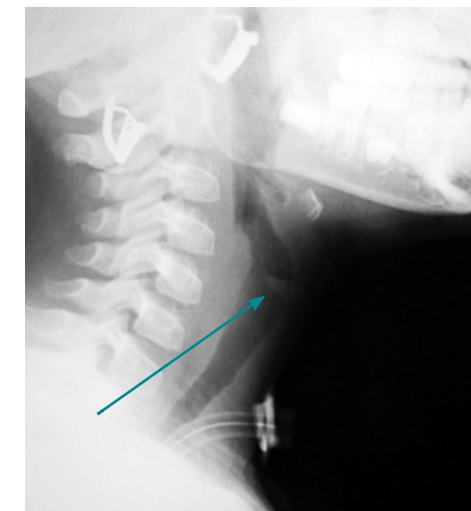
Рентгенограмма гортани и трахеи в боковой проекции больной А., 6 лет. Стрелка указывает на место нарушения пневматизации воздушного столба, вследствие переднего рубцового стеноза голосового отдела гортани
